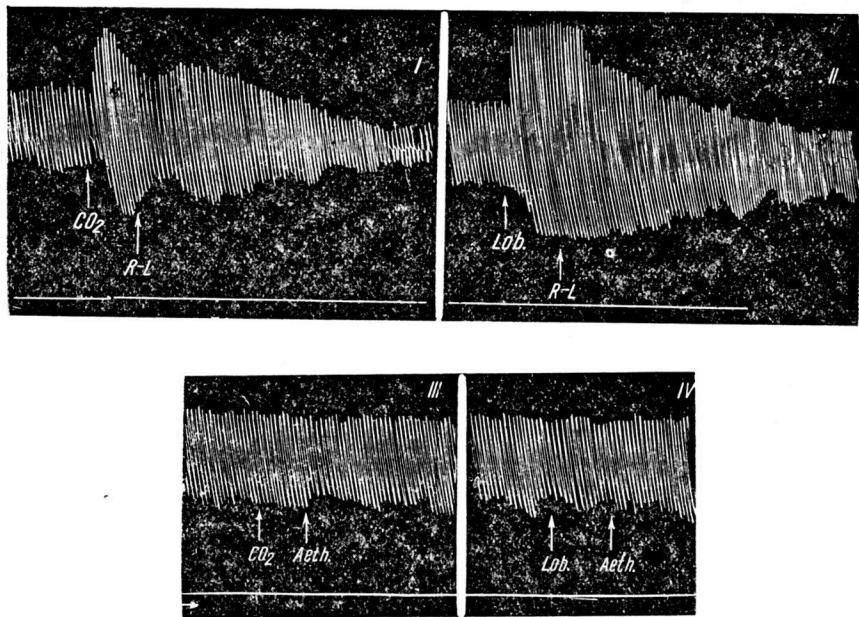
Действие на каротидный синус: CO_2 (I и II) и лобелина 1 : 20 000 (III и IV); верхний ряд—эффекты до перфузии, нижний ряд—эффекты на фоне перфузии эфира в концентрации 1 : 50
